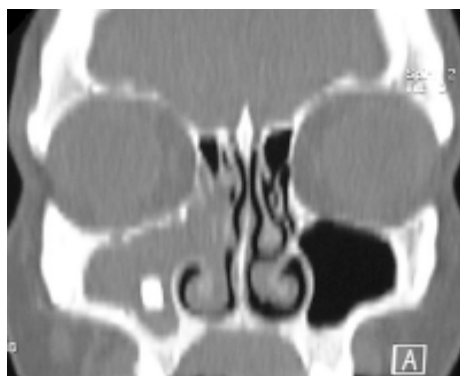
Tomografia computadorizada de seios paranasais, corte coronal, exibindo imagem hiperdensa, retangular, de limites bem definidos em seio maxilar direito, além do alargamento do complexo osteomeatal direito
